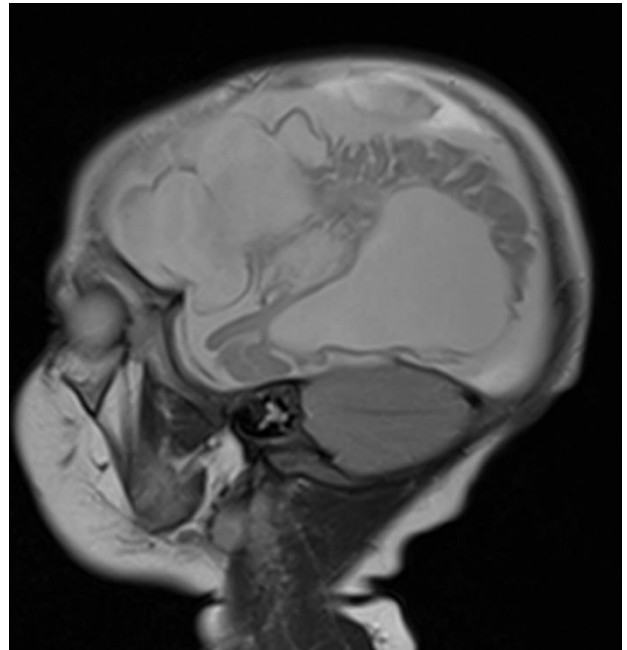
Пациент Л., 1 год 3 месяца (ИБ №10750 2015 г.). В анамнезе внутриутробная герпетическая инфекция. А. Flair в аксиальной плоскости. МРТ демонстрирует симметричные зоны кистозно-глиозных изменений в области базальных ядер (белые стрелки). Б. T2-ВИ в сагиттальной плоскости. МРТ демонстрирует атрофические изменения мозолистого тела (белая стрелка)
